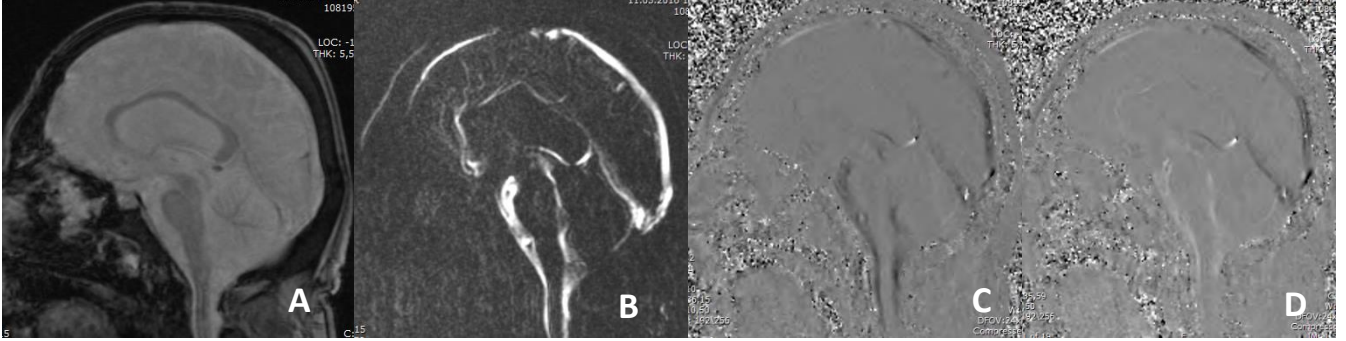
Faz kontrast MRG tekniğinin şematik görüntülenmesi.
